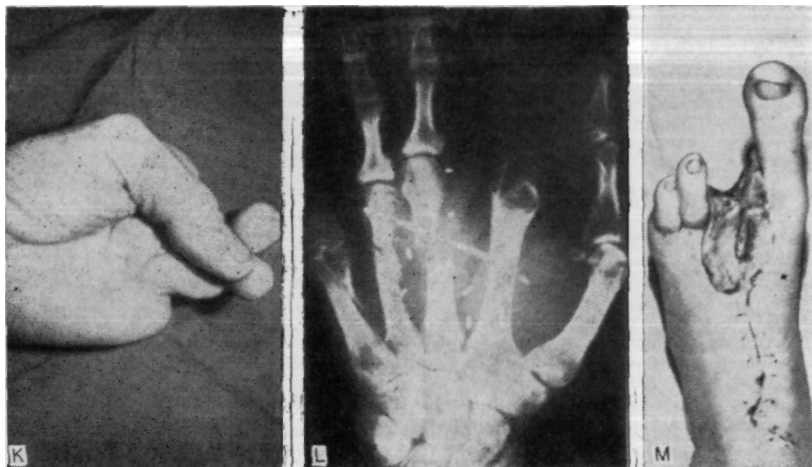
7К. Противопоставление I пальца кисти и III пальца стопы, пересаженного на четвертую пястную кость, через 6 мес. L. Рентгенограмма трансплантата двух пальцев стопы у того же больного. Удовлетворительное положение и хорошее раннее сращение костей через 6 нед. M. Дефект на стопе закрыт кожным трансплантатом. Походка осталась нормальной.
